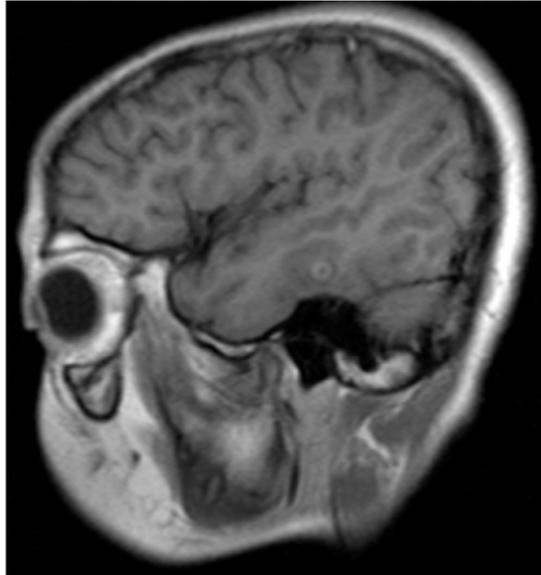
Resonancia magnética por imagen de 0,33 T secuencia T1 contrastada con gadolinio, corte sagital, donde se observa imagen con realce hiperintenso en anillo.
